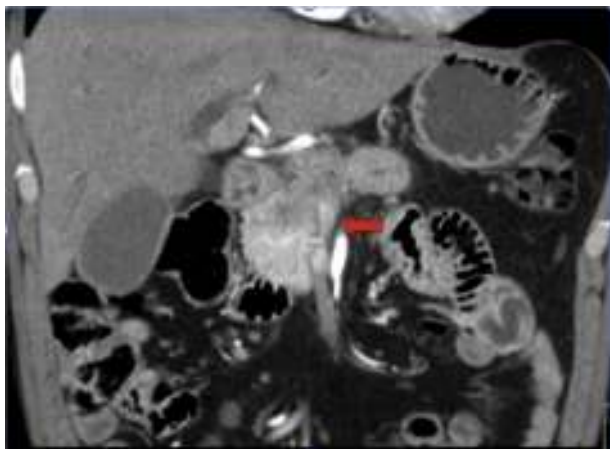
Imagen de la angio-TC que evidencia de infiltración de la vena mesentérica superior por el tumor.
